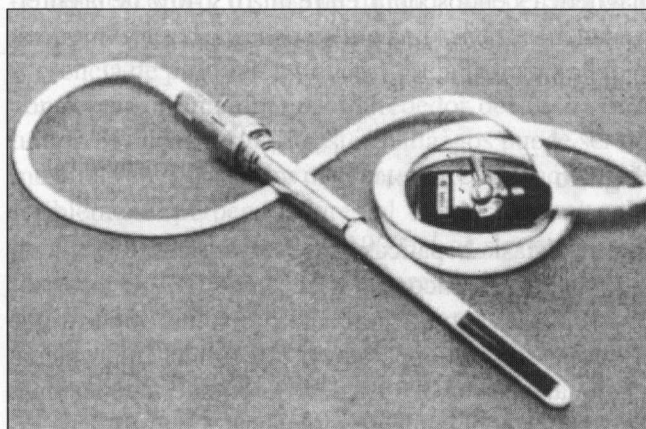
Aparato rígido de ultrasonido laparoscópico.
